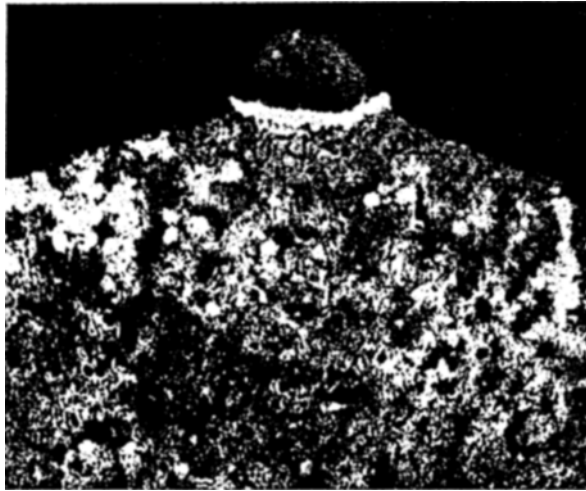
Mikrovasoröntgenogramme der solitären Metastase an der Peripherie der Rindenschicht der Kaninchenniere mit der ausgeprägten Demarkationszone.
